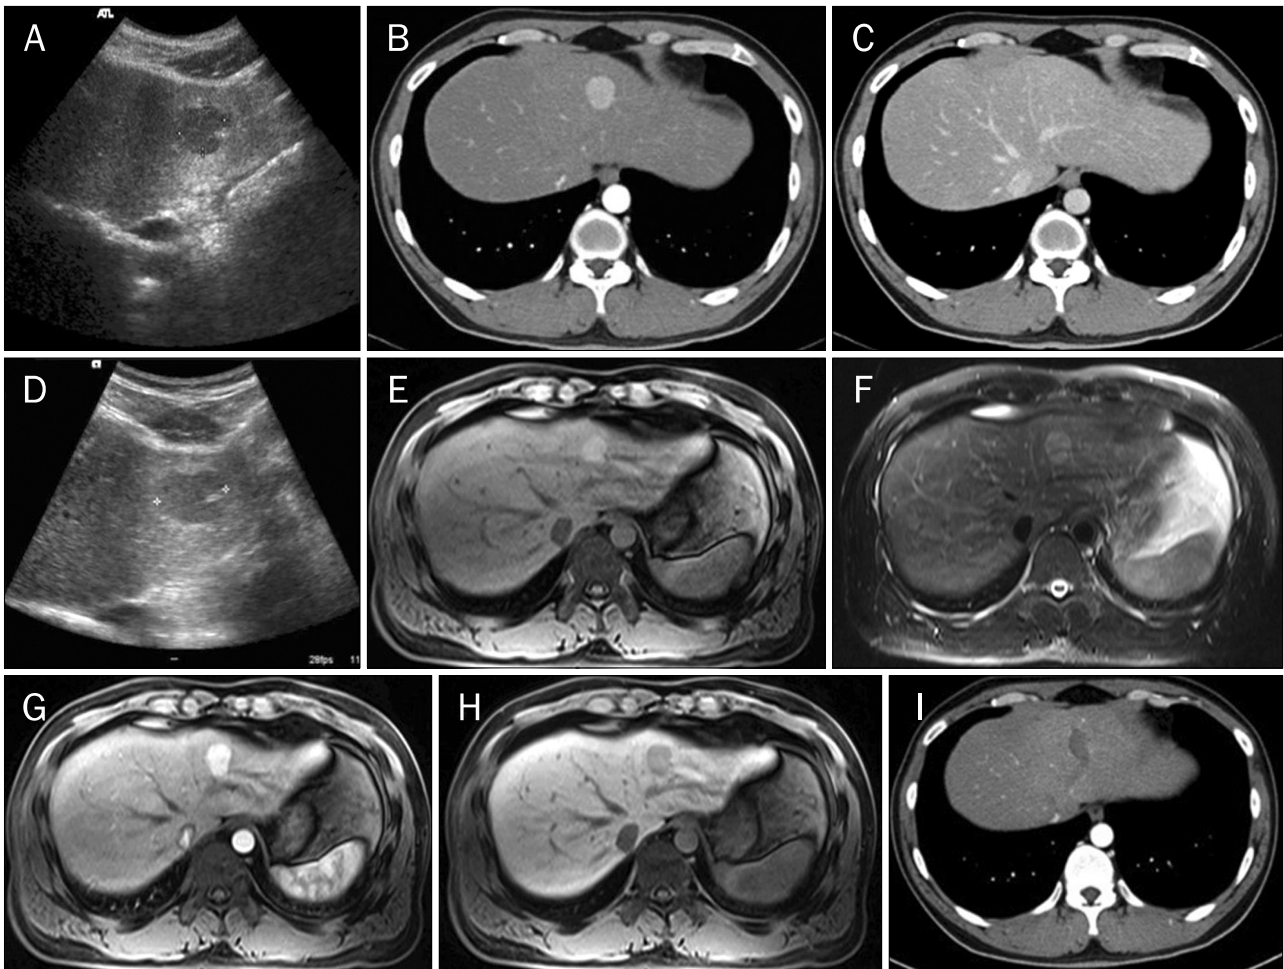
Radiologic features of hepatocellular adenoma. (A) Ultrasonographic image showed an approximately 2.4 cm sized hypoechoic nodule in the segment 2. (B) Computed tomography (CT) image on hepatic arterial phase showed well-demarcated and homogeneous enhancing nodule in the segment 2. (C) CT image on delayed phase showed that the nodule became isodense or slightly hyperdense, compared with the liver parenchyma. (D) Three-month follow-up ultrasonographic image showed increased size (3.3 cm). (E) T1-weighted magnetic resonance (MR) image showed a well-defined high signal intensity nodule in the segment 2. (F) T2-weighted MR image showed slightly high signal intensity in nodule, compared with the liver parenchyma. (G) Gd-EOB-DTPA contrast-enhanced T1-weighted MR image on hepatic arterial phase showed homogenous enhancement of the nodule. (H) Gd-EOB-DTPA contrast-enhanced T1-weighted MR image on delayed hepatocyte dominant phase showed no contrast uptake in the hepatic nodule. (I) Ten-month follow-up CT image showed no recurrence after radiofrequency ablation. Gd-EOB-DTPA, Gadolinium ethoxybenzyl diethylenetriamine pentaacetic acid.
